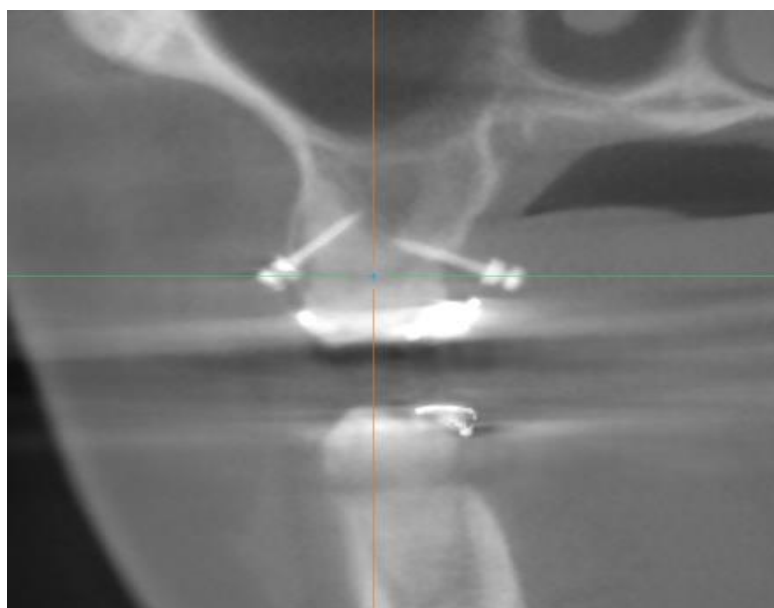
Рентгенографическое обследование области внедряемого зуба 1.6 и установки двух мини-имплантатов в межкорневое пространство
